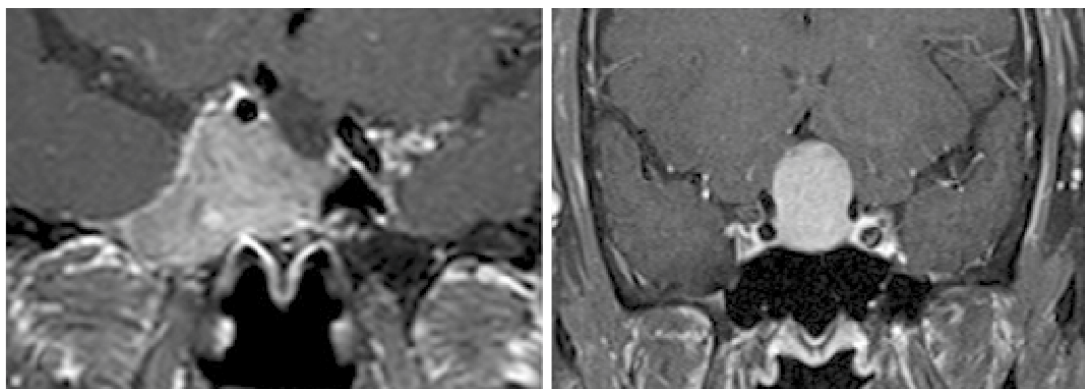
IPA组(左)与nIPA组(右)术前MRI。均为大腺瘤,IPA组侵犯右侧海绵窦与蝶窦,nIPA组虽突向第三脑室,但边界清楚,未侵犯海绵窦、蝶窦等
